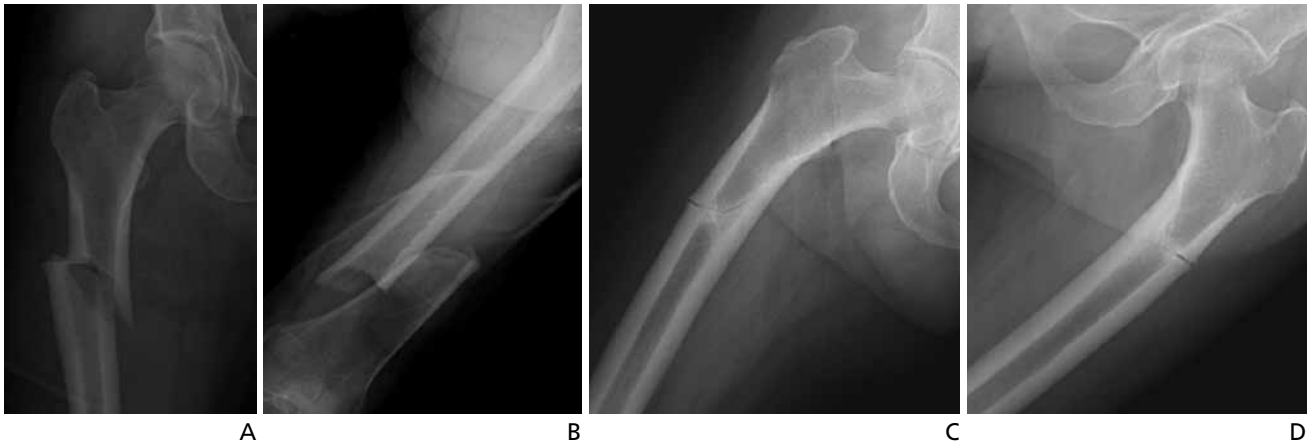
Radiographs of atypical femoral fractures. (A) Subtrochanteric area, (B) shaft area, and (C,D) bilateral atypical femoral fractures at subtrochanteric area.
